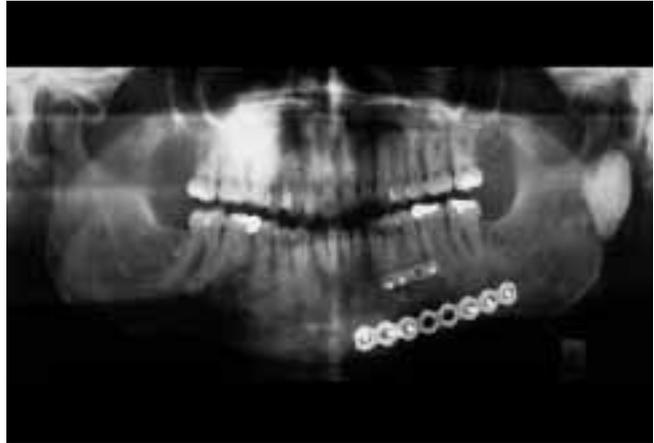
Orthopantomogramm postoperativ. Multiple osteomähnliche und radiopake Areale in Ober- und Unterkiefer
